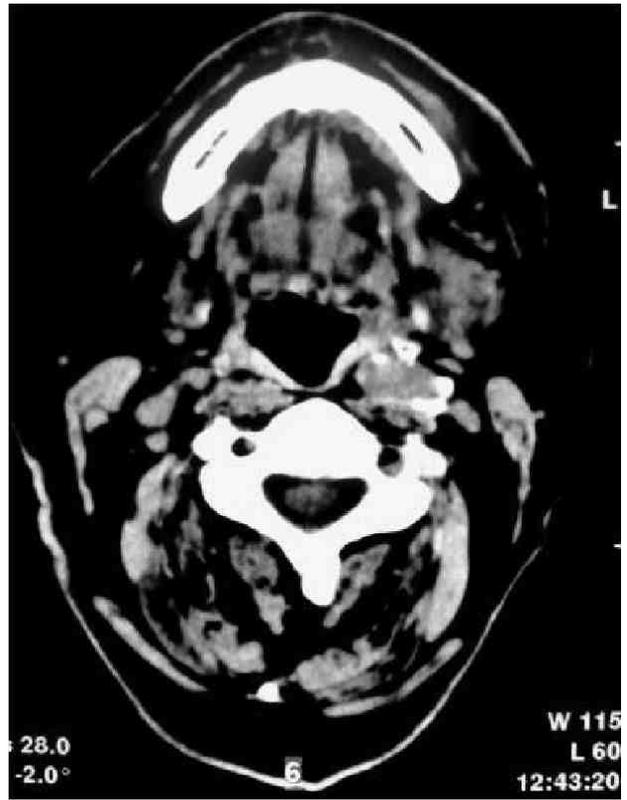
Tomografia computadorizada janela para tecidos moles evidenciando lesão hiperatenuante em hemiface esquerda.
